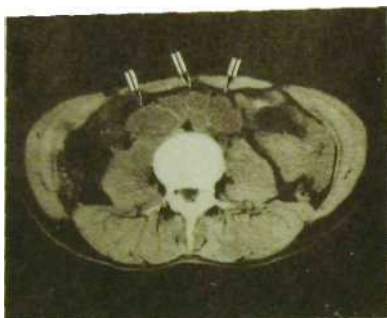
123. Компьютерная томограмма брюшной полости. Множественные крупные лимфатические узлы (указаны стрелками).
